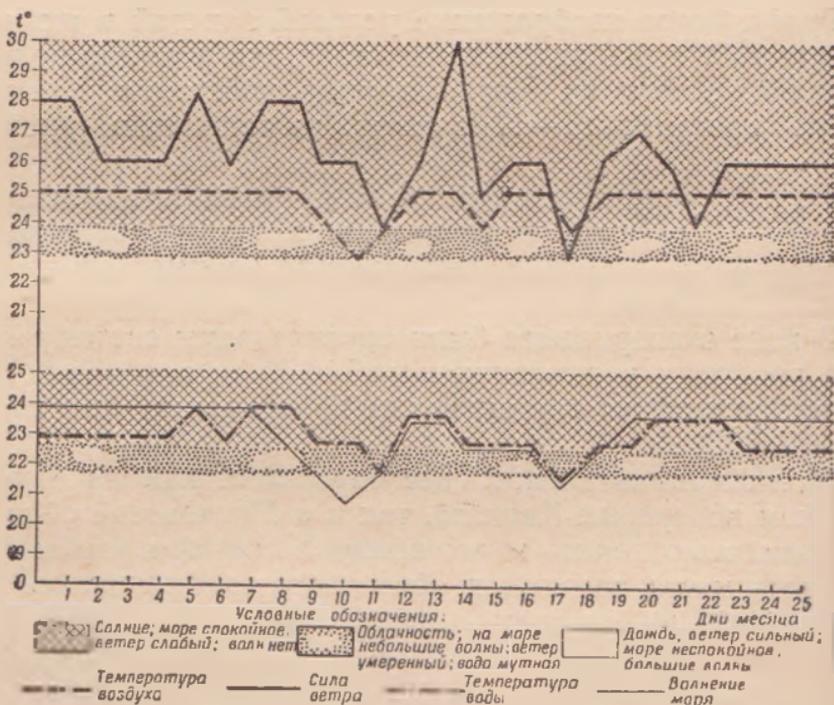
Температура воздуха и воды с 1 по 25 августа 1956 г. в районе г. Гудаута (Грузинская ССР)
